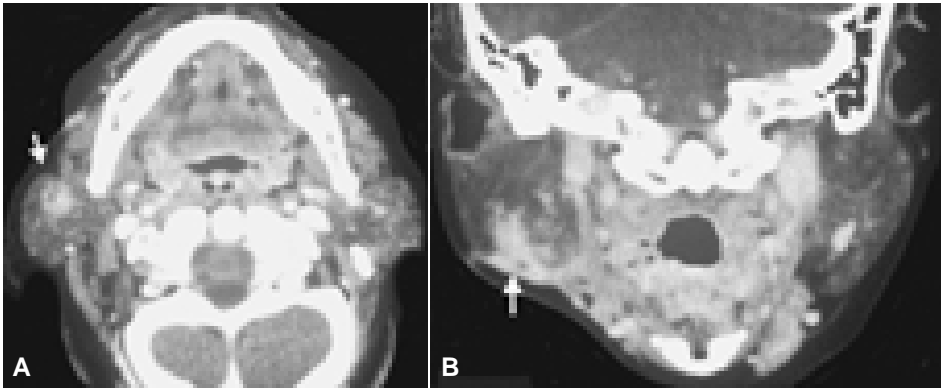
TC con contraste axial (A) y coronal (B). LNH primario de parótidas. La densidad del parénquima glandular está aumentado y en la glándula derecha hay una zona de densidad aumentada y de bordes irregulares (flechas).
